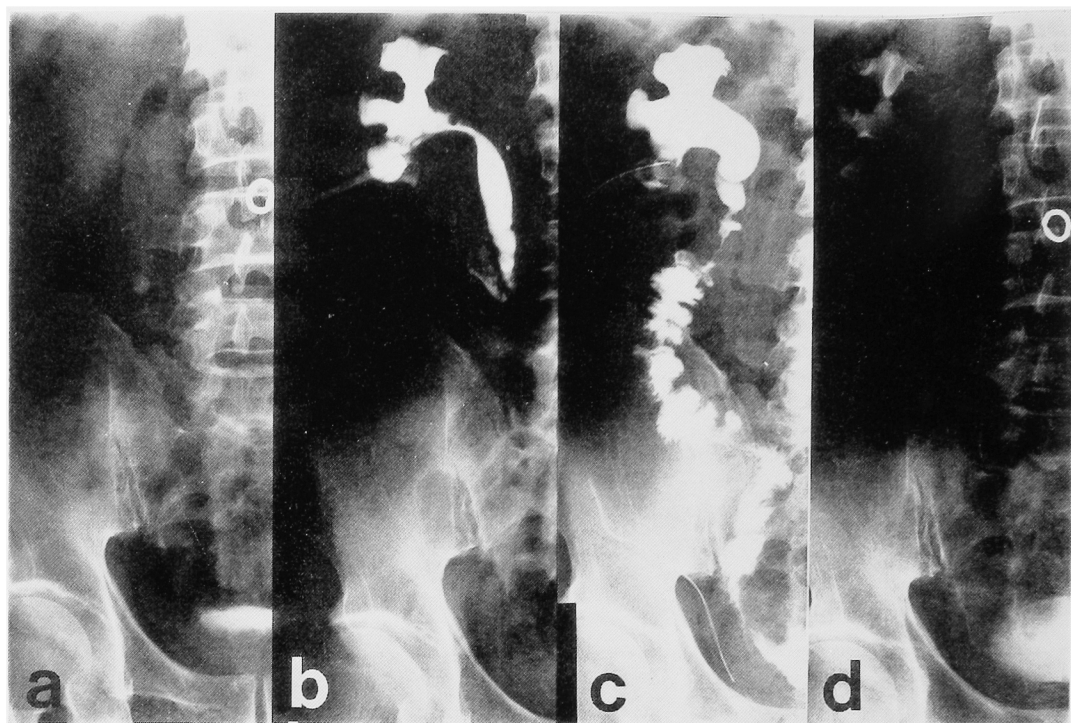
a; Plain film shows a right mid ureteral stone. b; Nephrostography displays complete ureteral obstruction and a ureteral diverticulum-like lesion. c; Nephrostography after ureteral substitution by the ileum. d, Excretory urogram 9 months after the ureteral substitution by the ileum reveals mild hydronephrosis.
